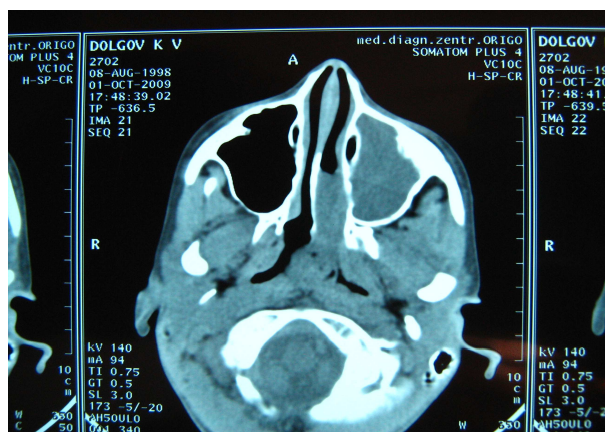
Компьютерная томограмма больного Д., в аксиальной проекции
